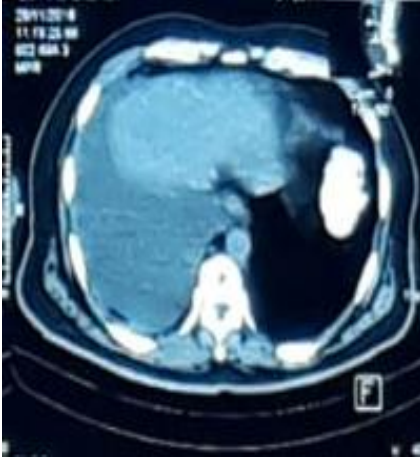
TAC de Abdomen Evolutiva
